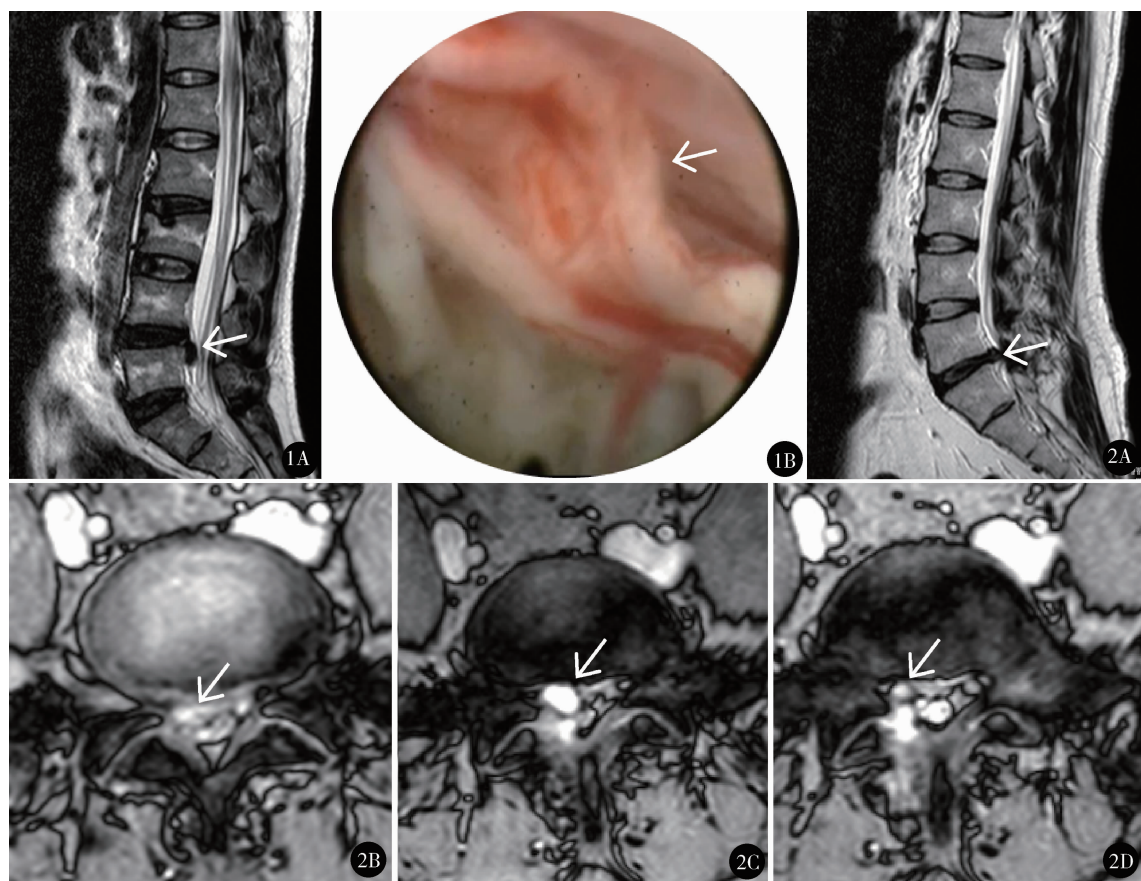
女, 35 岁, 腰痛伴左下肢疼痛 3 个月, 查体: $L_{4/5}$ 左侧椎间隙压痛, 左踝背伸力 3 级, 左 L_5 皮节感觉减退, 左直腿抬高试验 30° 阳性, 术前 MRI 示 $L_{4/5}$ 椎间盘突出 (A), 行经椎间孔入路髓核摘除, 术中见裸露的马尾神经 (B) 图 2 男, 45 岁, 腰痛伴右下肢疼痛 6 个月, 查体: L_5/S_1 右侧椎间隙压痛, 肌力正常, 右 S_1 皮节感觉减退, 右直腿抬高试验 45° 阳性, 术前 MRI 见 L_5/S_1 椎间盘向右突出 (A、B), 行经椎板间隙入路髓核摘除术, 术后 1 个月复查 MRI 见椎间盘假性囊肿 (C), 再次行椎间孔镜治疗, 术后 2 天复查 MRI 囊肿消失 (D)
